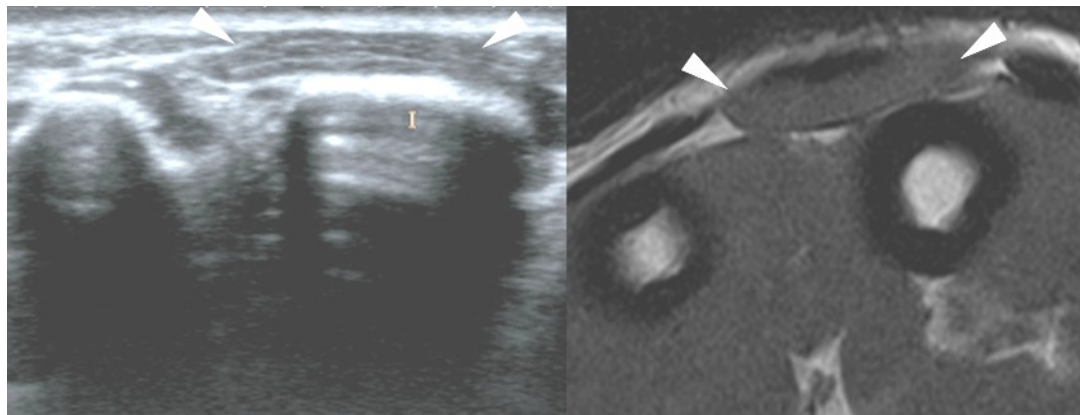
Muscle « Manieux » (coupe axiale échographique – axiale IRM T1). Structure musculaire (têtes de flèche) apposée sur la corticale dorsale du 3^{ème} métacarpien
